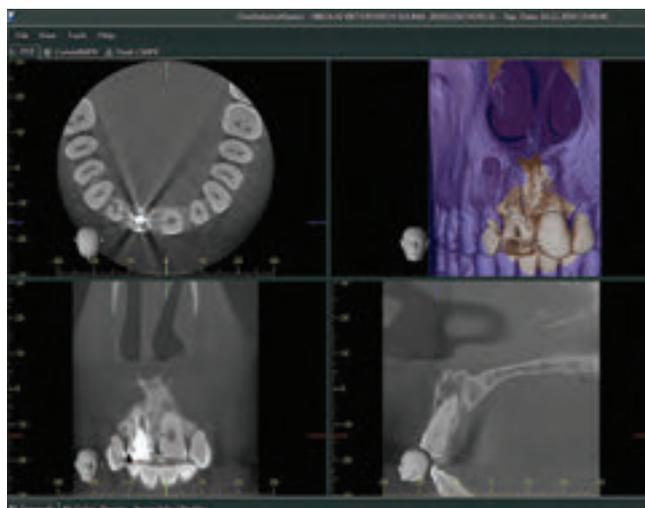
Компьютерная томограмма Morita на этапе диагностики, зуб 2.1
